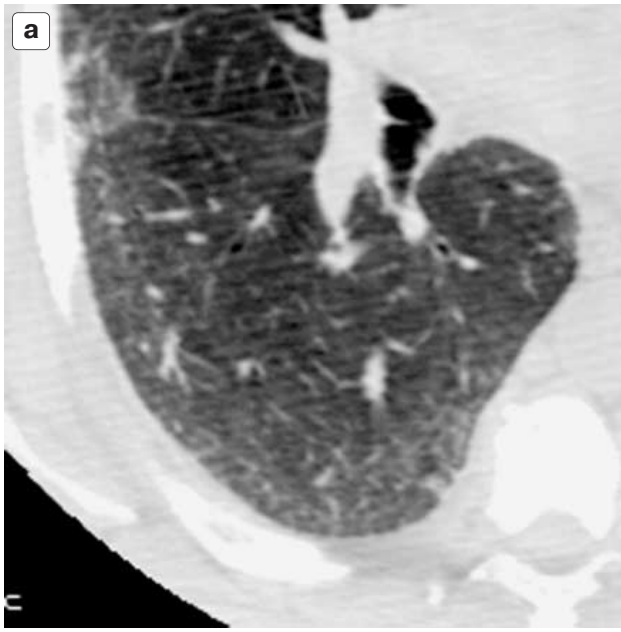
Фрагмент компьютерной томограммы высокого разрешения верхней доли правого легкого. Проявления гипостатического эффекта; а – исследование в положении пациента на спине. Снижение прозрачности легочной ткани и усиление легочного рисунка в субплевральной зоне; б – исследование в положении пациента на животе. Патологические изменения не выявляются.
